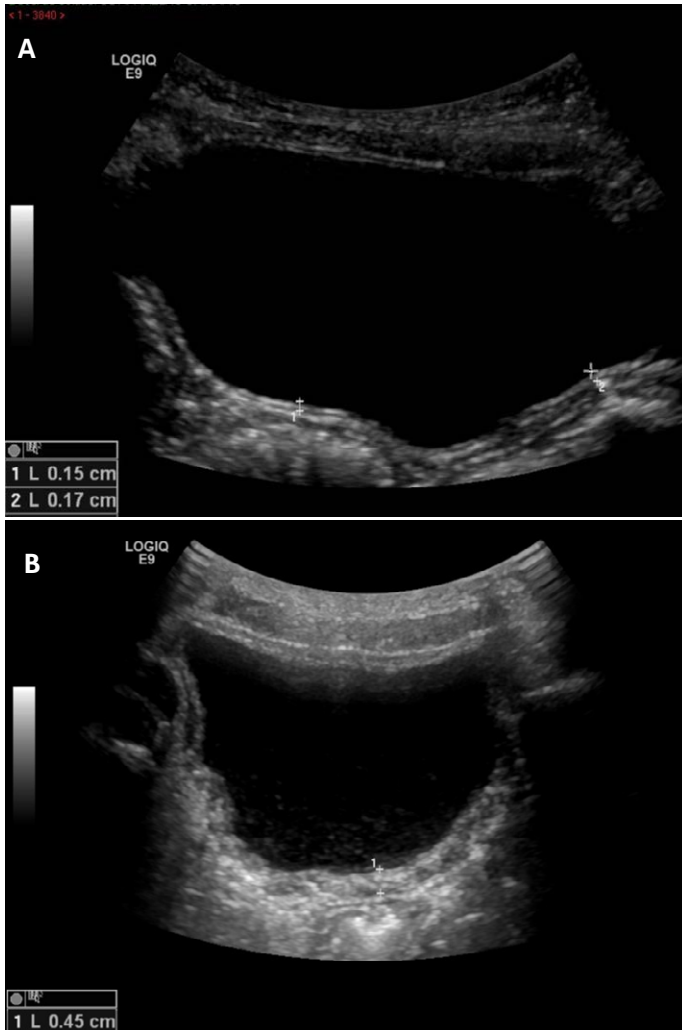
A- Parede vesical de espessura normal. B- Paciente de 4 anos com clínica de infecção urinária. A ultrassonografia evidencia espessamento da parede vesical. Nota-se ainda debris no interior da bexiga.
